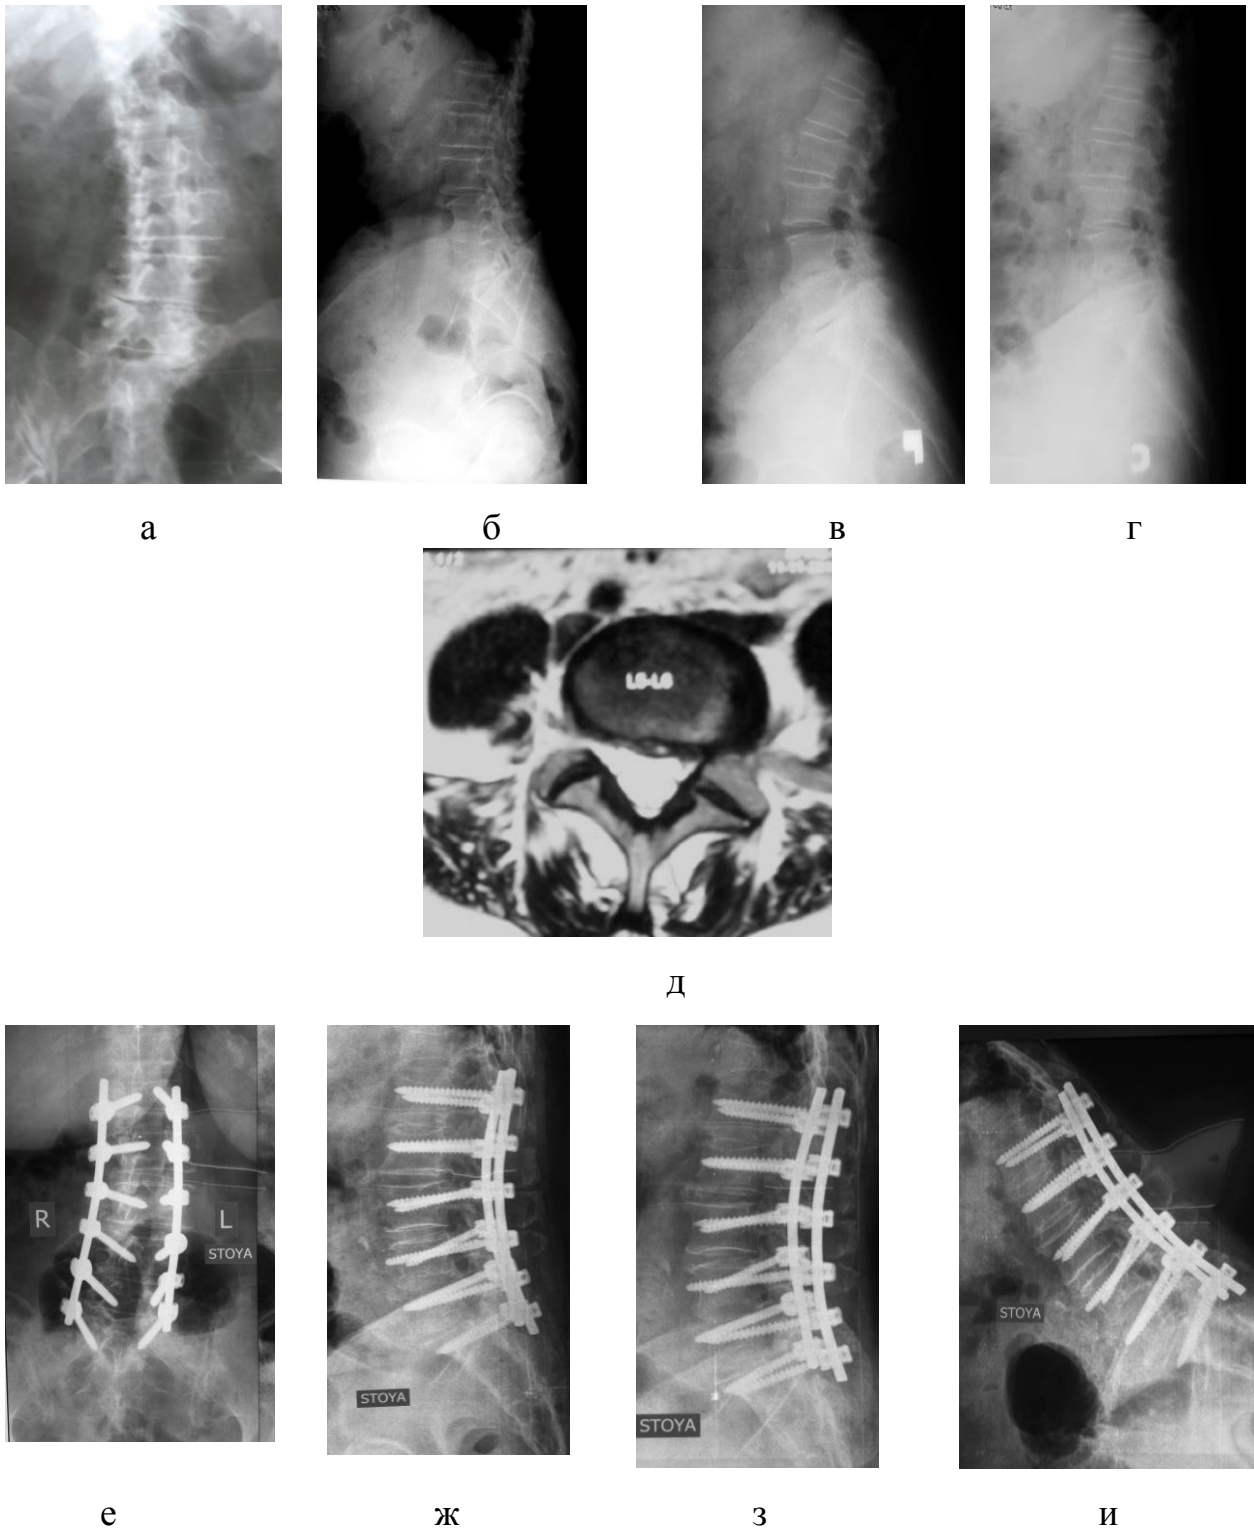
Пациентка П., 75 лет. Ds: Левосторонний поясничный сколиоз (первичный дегенеративный). Комбинированный стеноз позвоночного канала на уровне L5-S1. Выраженный болевой синдром. Люмбоишалгия слева. Рентгенограммы до операции в прямой (а), боковой (б) проекциях + функциональные (в, г). МРТ: стеноз позвоночного канала на уровне L5-S1 слева. Рентгенограммы через 2,5 года после операции: прямая (е) и боковая (ж) проекции, функциональные (з, и).
